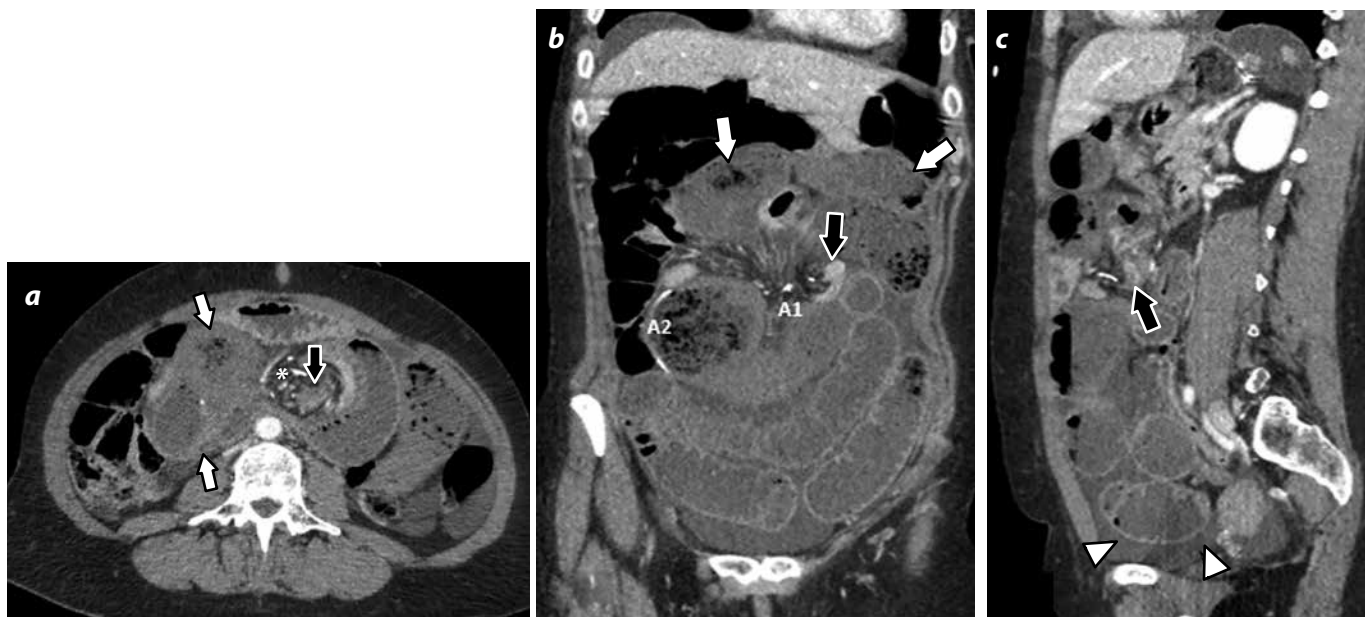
Mujer de 55 años que acude a urgencias con dolor y distensión abdominal y náuseas, sin vómito, de unas 5 horas de evolución. Antecedente de cirugía bariátrica hace 5 años, con reconstrucción en Y de Roux. a) TC abdominal con imágenes axiales después de la administración de medio de contraste yodado endovenoso. b y c). Reconstrucción MPR en planos coronal y sagital. Se observa un cambio de calibre “signo del pico” (flechas negras en a, b y c) en la anastomosis yeyuno-yeyunal (A1*), con dilatación de asa yeyunal proximal y del asa biliopancreática. Se demuestra torsión de los vasos mesentéricos “signo del remolino”, próxima al cambio de calibre (* en a), engrosamiento parietal y ausencia de realce del asa yeyunal herniada (flechas blancas en a y b) y moderada cantidad de líquido libre intraperitoneal, de predominio en flanco izquierdo (puntas de flecha en c). Hallazgos compatibles con hernia interna y signos de isquemia intestinal. La paciente fue intervenida y durante la cirugía se encontró hernia interna de Peterson con signos de isquemia intestinal extensa en el asa alimentaria y biliopancreática. Se realizó resección parcial del segmento yeyunal isquémico, con buena evolución posterior.
